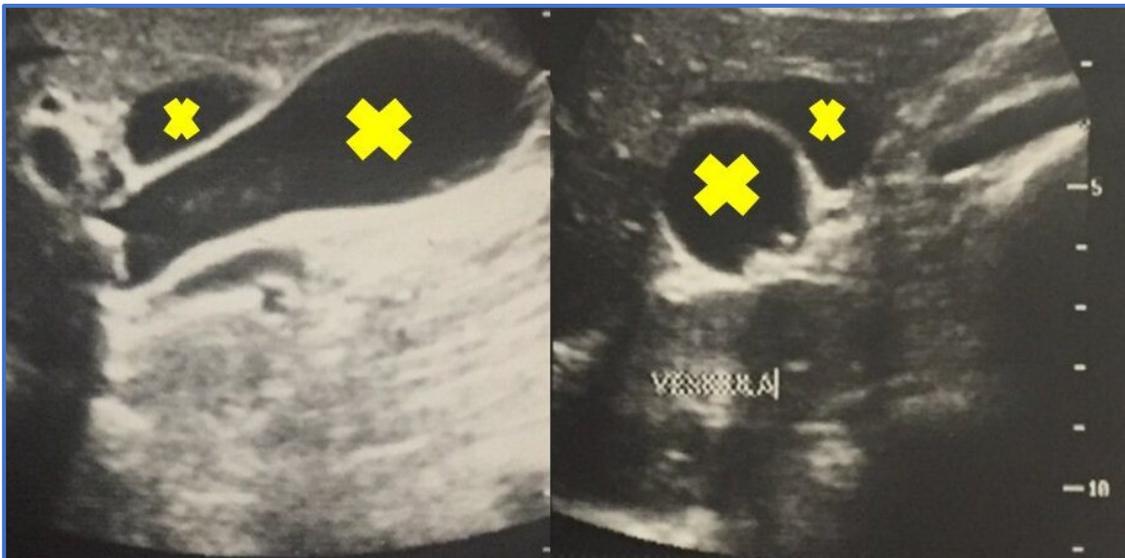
Ecografía abdominal, con corte axial y longitudinal de ambos cuerpos vesiculares, señalados con cruces (las mayores representan el cuerpo con signos de colecistitis).
